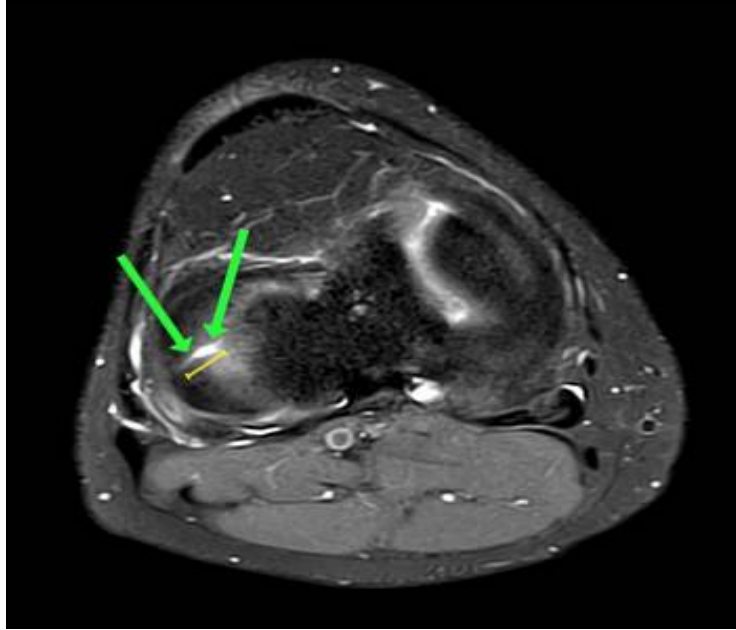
IRM coupe coronale en T2 mettant en évidence d'une fissure au niveau du bord libre
